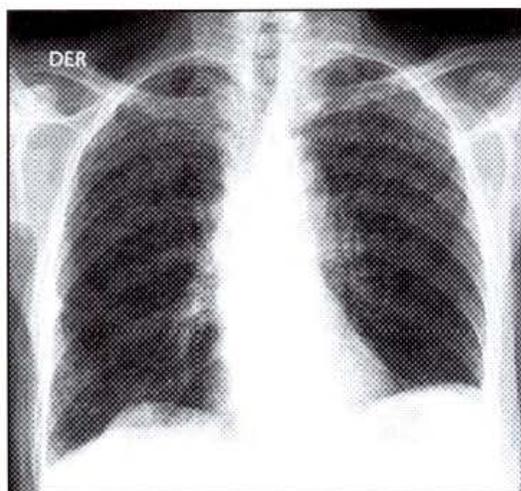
Imagen radiografica del caso 2 donde se aprecian infiltrados micronodulares
